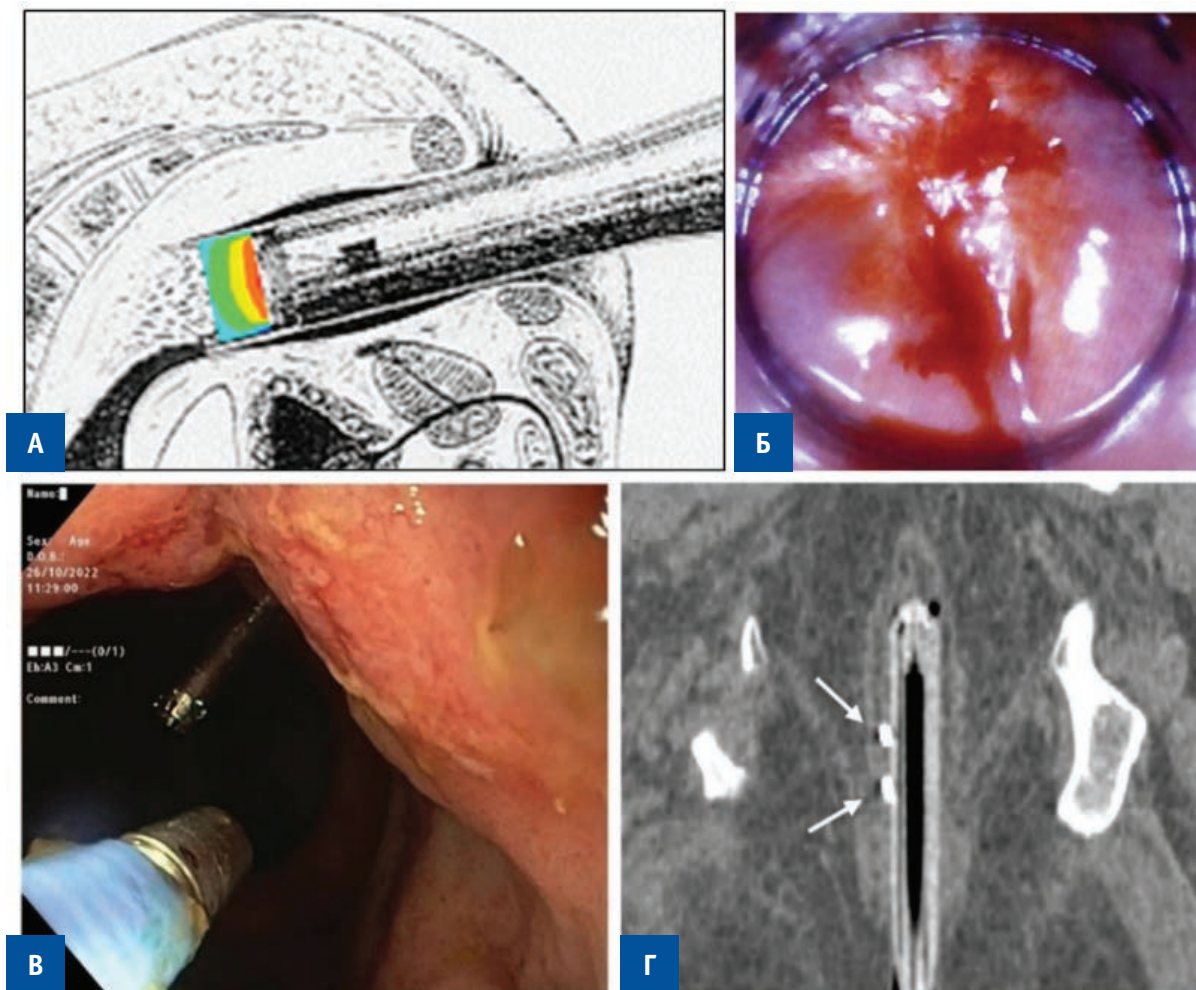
Способы контроля положения мишени при брахитерапии РПК: А. введенный в прямую кишку тубус Papillon 50; Б. вид облучаемого участка во время сеанса КРБТ; В. эндоскопическая установка рентгено-контрастных маркеров по краям опухоли (гемостатические эндоклипсы); Г. рентгено-контрастные маркеры (отмечены стрелкой), определяющие дистальную и проксимальную границы опухоли относительно поверхности введенного аппликатора (корональный скан КТ).
